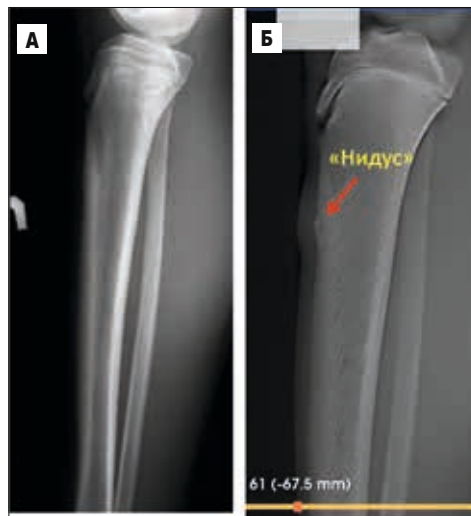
А – на бічній рентгенограмі гомілки патологічних змін не виявлено; Б – на серії цифрових томограм визначається осередок деструкції 6 мм з ядром (індус) у центрі
